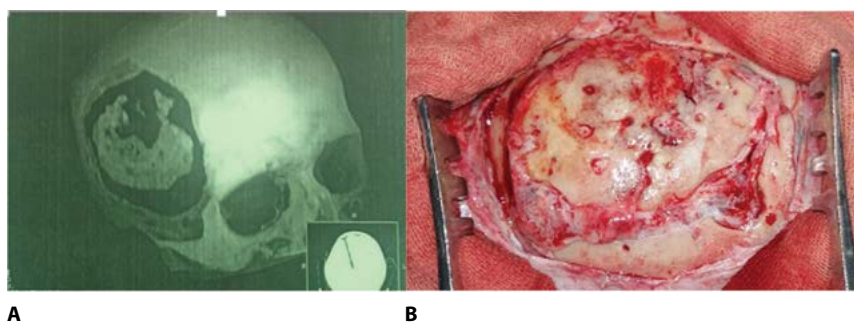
Динамика нейровизуализационных и макроскопических изменений, развивающихся после краниопластики костным аутолоскутом: А – 3D-реформация КТ-исследования пациента О., 180-е сутки после краниопластики: асептическая резорбция и нестабильность костного лоскута; В – внешний вид костного лоскута интраоперационно (из личного архива авторов)
